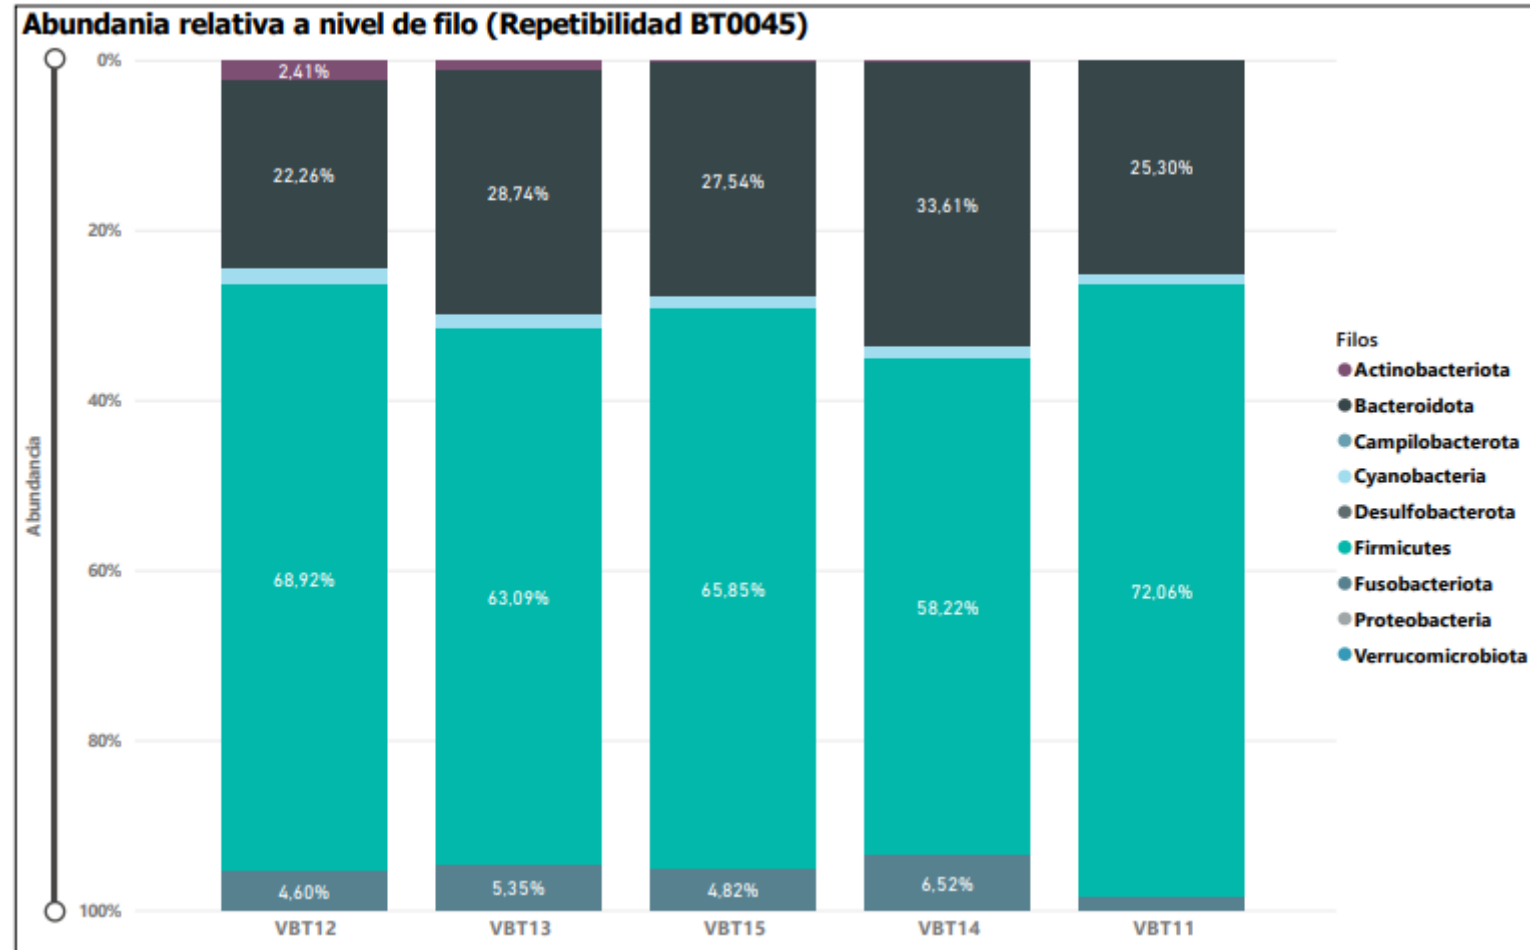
Barplot con la abundancia relativa a nivel de filo para las réplicas evaluadas del voluntario BT0045.
